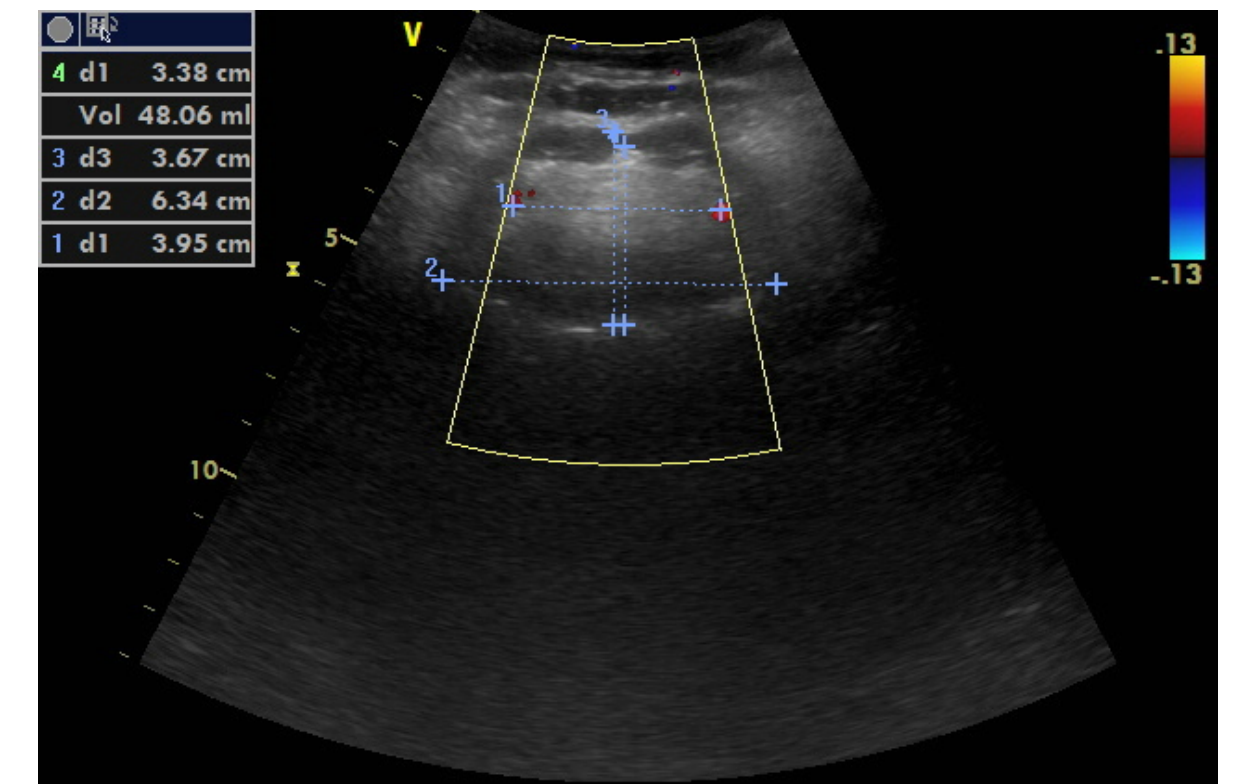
Sonografie Zungengrund nach 12 Monaten, halbaxial
